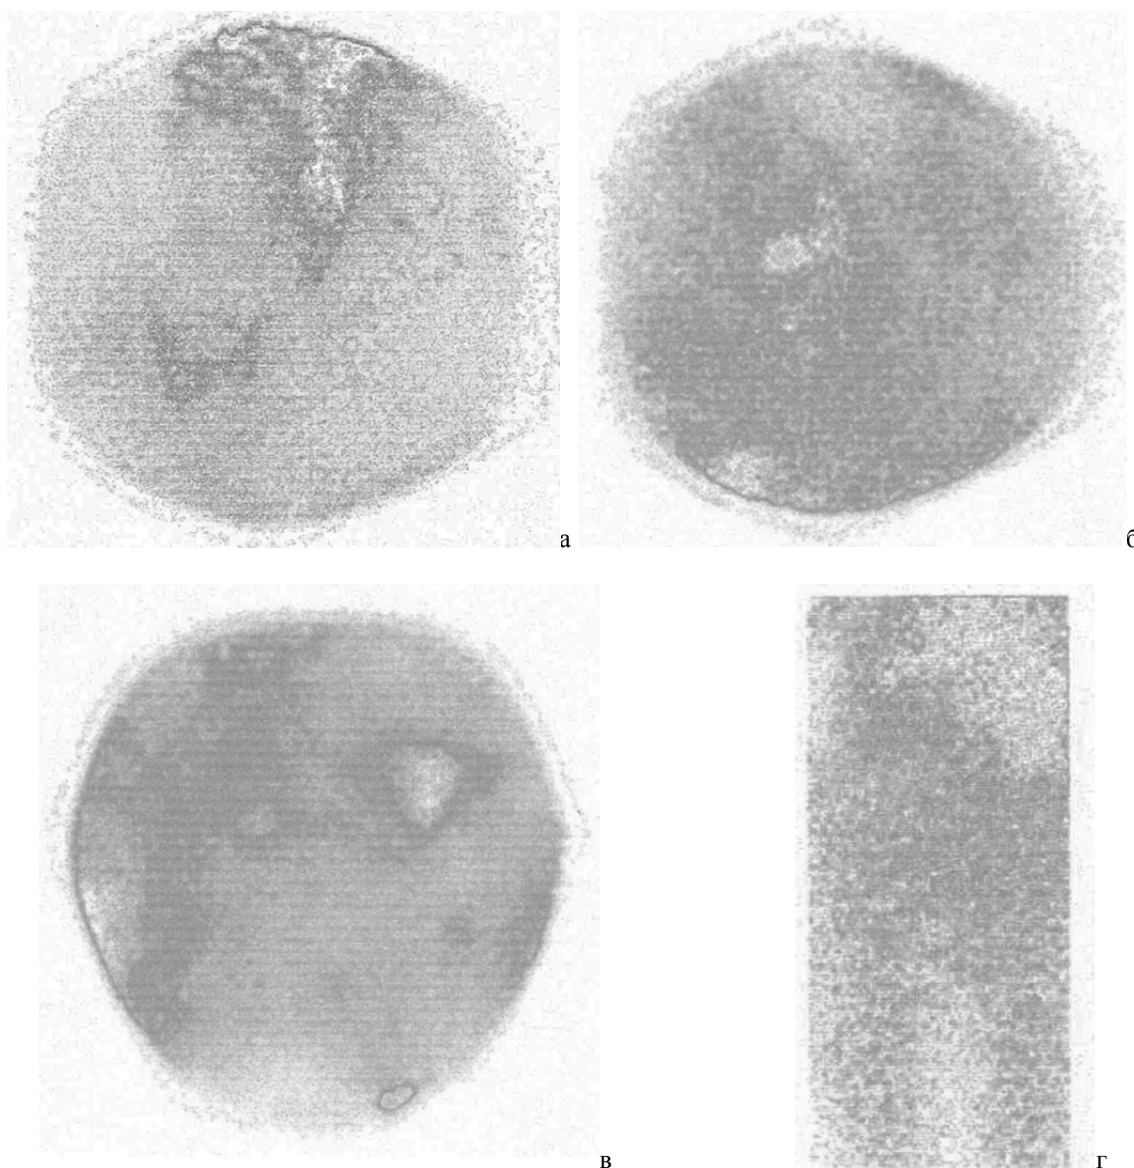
Радіоізотопна флебосцинтиграфія: а) різке сповільнення відтоку радіофармпрепарату при тромботичній оклюзії клубових вен та евакуація радіофармпрепарату по передньому зовнішньому хребтовому венозному сплетенню; б) різке сповільнення відтоку радіофармпрепарату при тромботичній оклюзії нижньої порожнистої вени та евакуація радіофармпрепарату по висхідних поперекових венах; в) різке сповільнення відтоку радіофармпрепарату при тромботичній оклюзії нижньої порожнистої вени та евакуація радіофармпрепарату по колатералях внутрішньої клубової вени; г) різке сповільнення відтоку радіофармпрепарату при тромботичній оклюзії нижньої порожнистої вени та евакуація радіофармпрепарату по тазових венозних сплетеннях.
